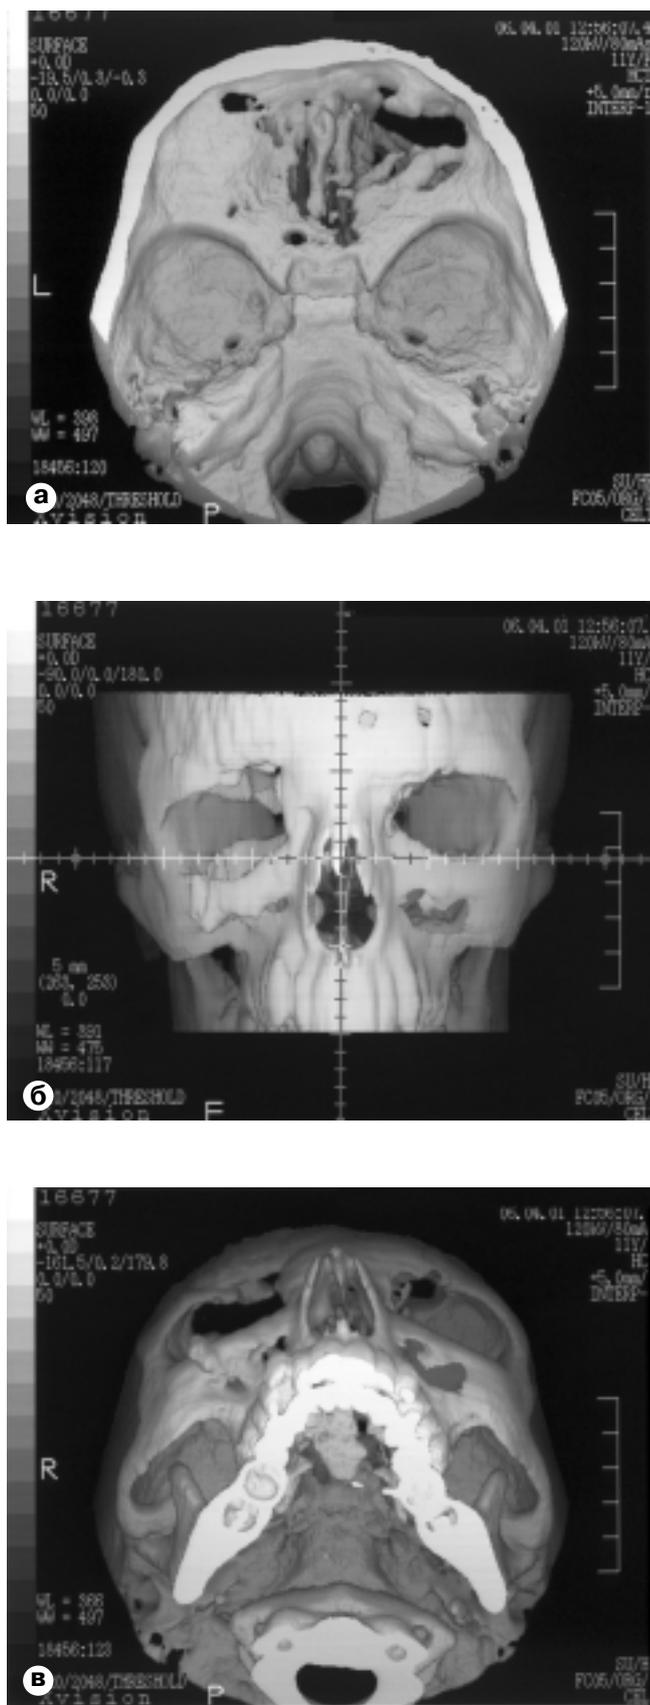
На 3D КТ-грамме (а) определяется дефект крыши глазницы; во фронтальной проекции (б) — дефект крыши глазницы и вертикальная дистопия глазниц; в полуаксиальной проекции (в) — деформация нижнего и верхнего краев глазницы.
